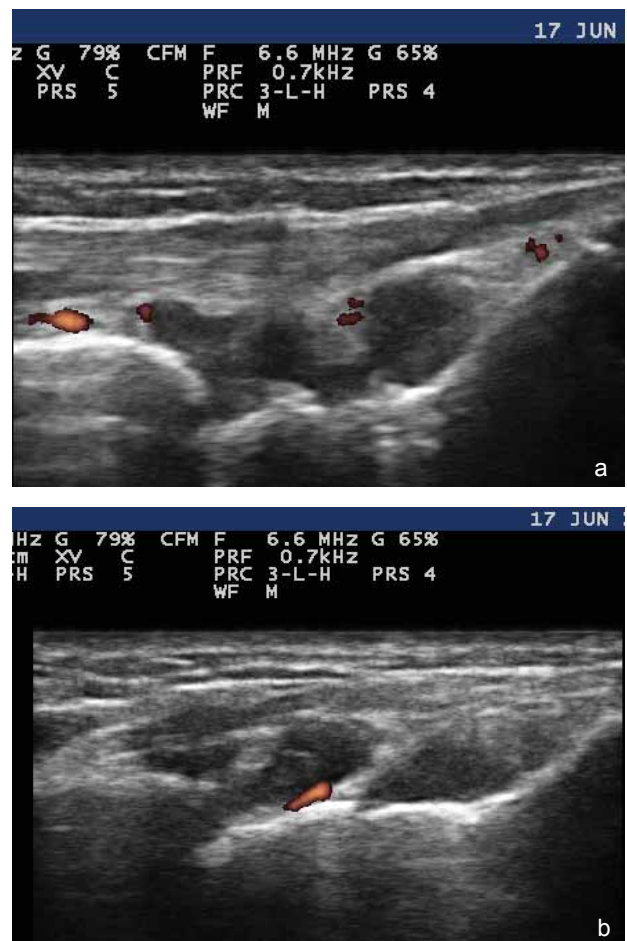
Aspectul ecografic al articulațiilor radio-cubito-carpiane în PD. Se remarcă prezența semnalului PD grad II în articulația RCC dreaptă (a), respectiv grad I în articulația RCC stângă (b).
